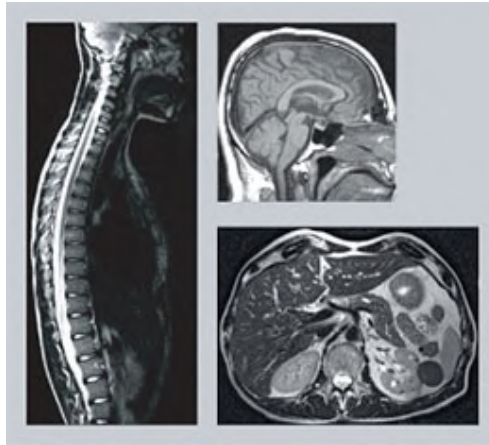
L'examen par IRM est particulièrement utile pour l'imagerie détaillée du cerveau et de la moelle épinière.
